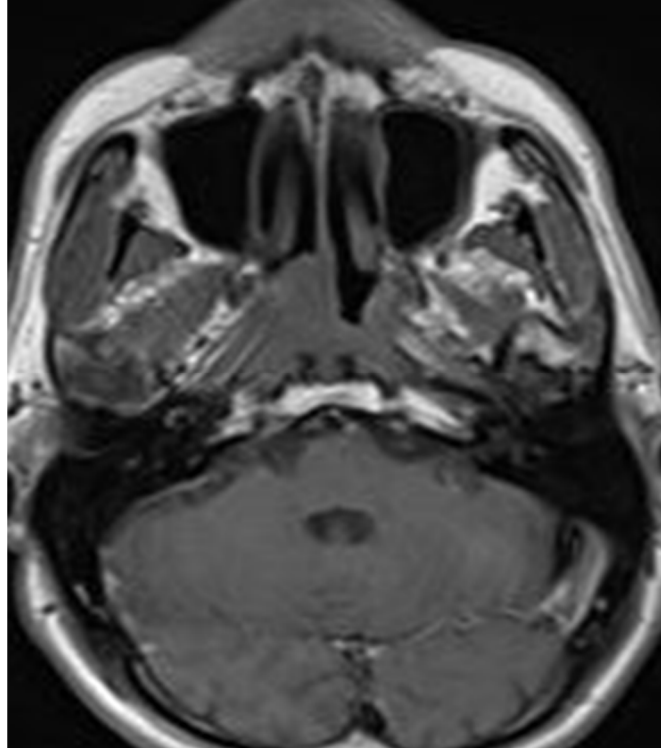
BT görüntüsünde nazofarenksi posteriordan daraltan tümoral kitle
